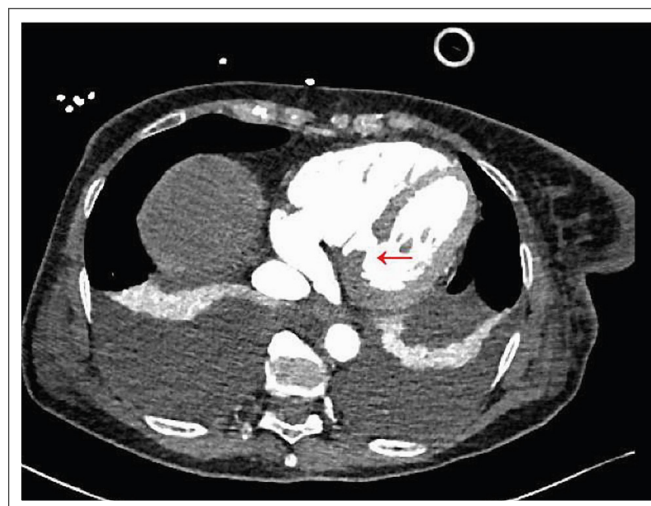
CT-Angiographie: Rot markiert ist der Kontrastmittel-Übertritt im Bereich des VSD (© Radiologie, LKH Graz II, Standort West).
